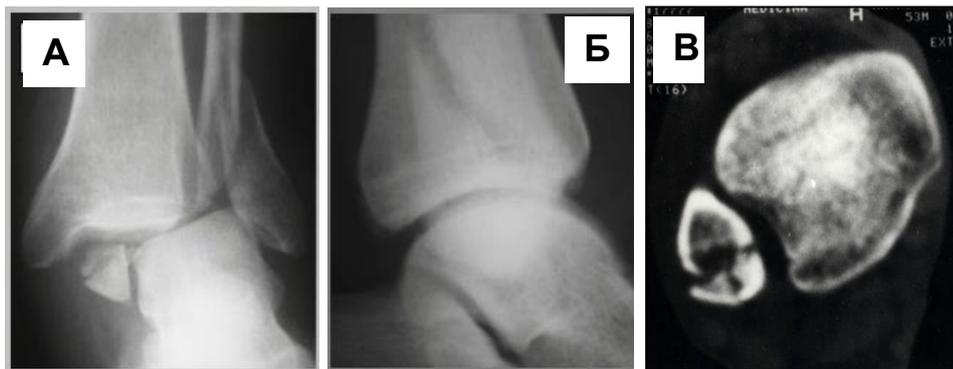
(А, Б, В). Фоторентгенограммы чрессиндесмозного перелома лодыжек (тип В): А - переднезадняя проекция; Б - боковая проекция; В - аксиальная проекция.
